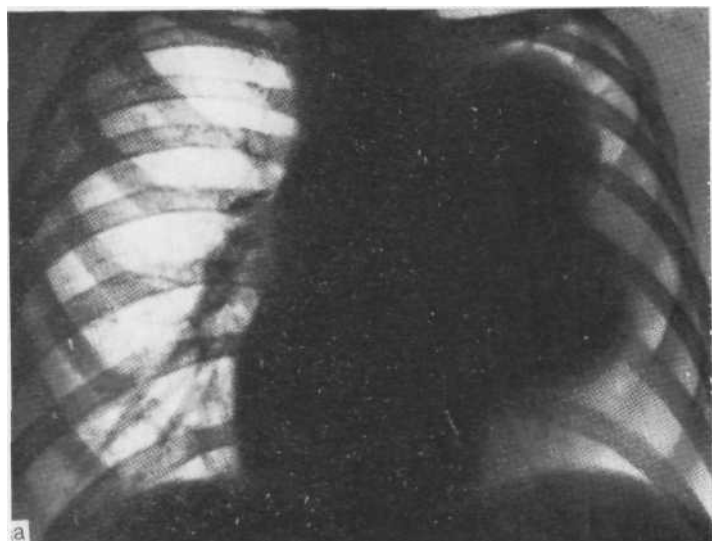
Обзорная рентгенограмма (а) и томограмма в боковой проекции (б). Лимфосаркома. Гигантское увеличение бронхопульмональных лимфатических узлов слева и лимфатических узлов центрального и переднего средостения.
